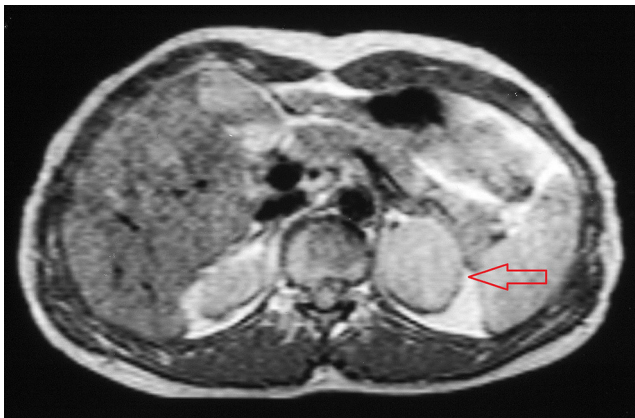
Masa suprarrenal izquierda sugerente de adenoma en RMN.
